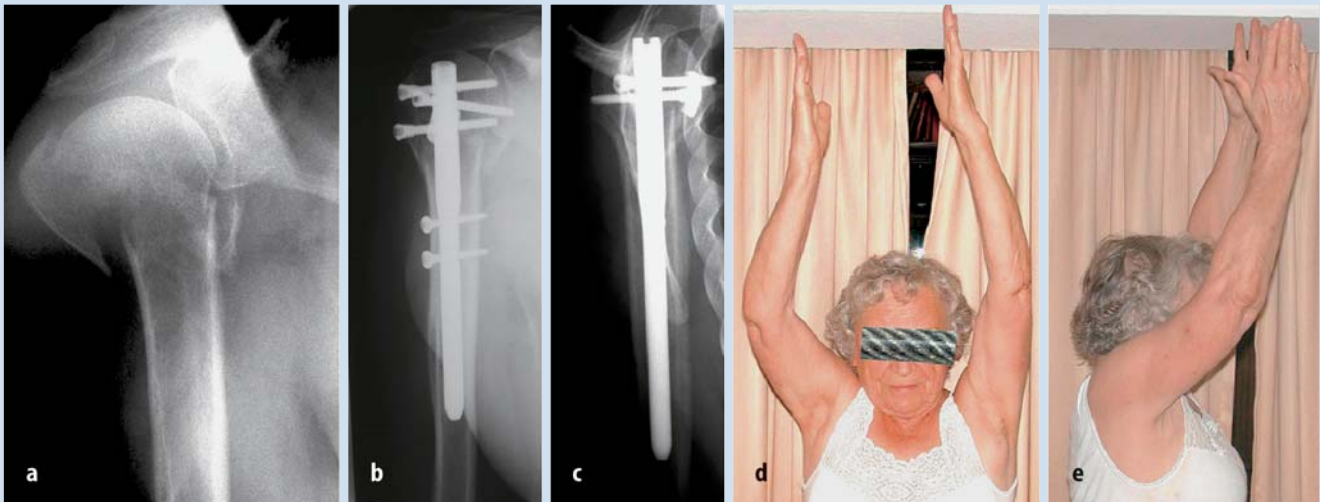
▲ a 77-jährige Patientin: Unfalltagröntgen einer Viersegmentfraktur. b 6-Wochen-Kontrolle Röntgen a.-p. c 6-Wochen-Kontrolle Röntgen tangential. d 9 Monate postoperativ, klinisches Ergebnis Abduktion. e 9 Monate postoperativ, klinisches Ergebnis Anteversion
